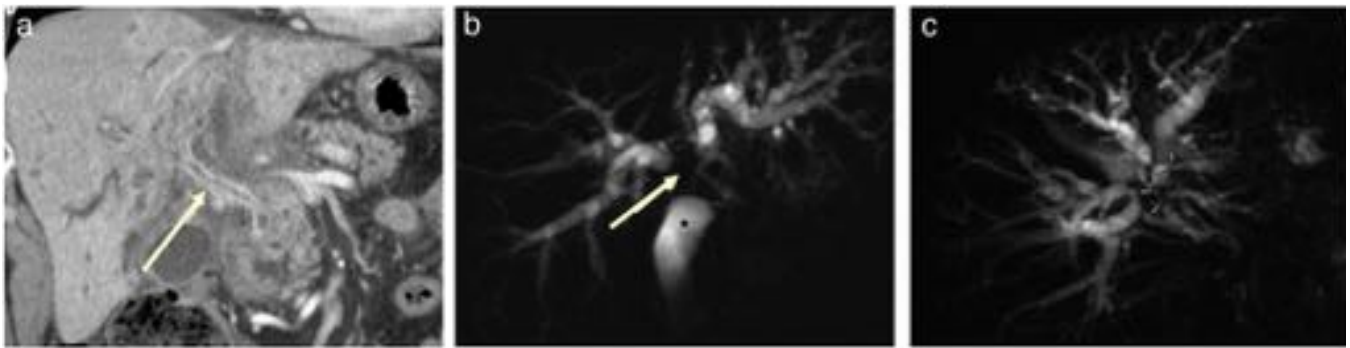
CC perihiliar tipo IV según Bismuth-Corlette. Imagen coronal en TC en fase portal (A) en la que se observa un engrosamiento de la pared de la vía biliar extrahepática y masa (flecha) con crecimiento mixto periductal-infiltrante y expansivo. En la colangio-RM 2D en plano coronal (B) se identifica la oclusión de la luz (flecha) de la vía biliar. En la colangio-RM 2D (C) en plano transversal se muestra la extensión longitudinal hasta los conductos secundarios (flechas curvas).
